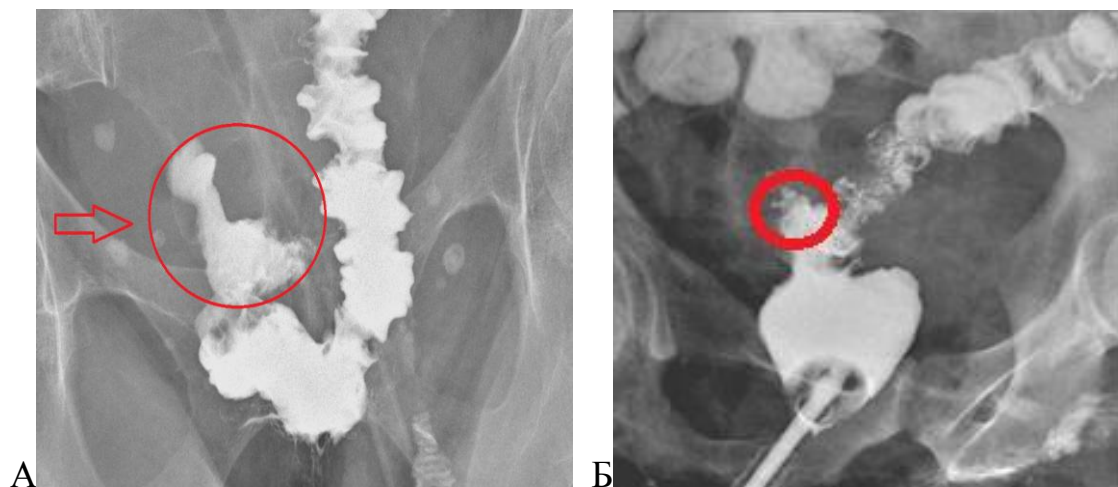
Рентгенологическая картина неполного внутреннего свища низведенной кишки
